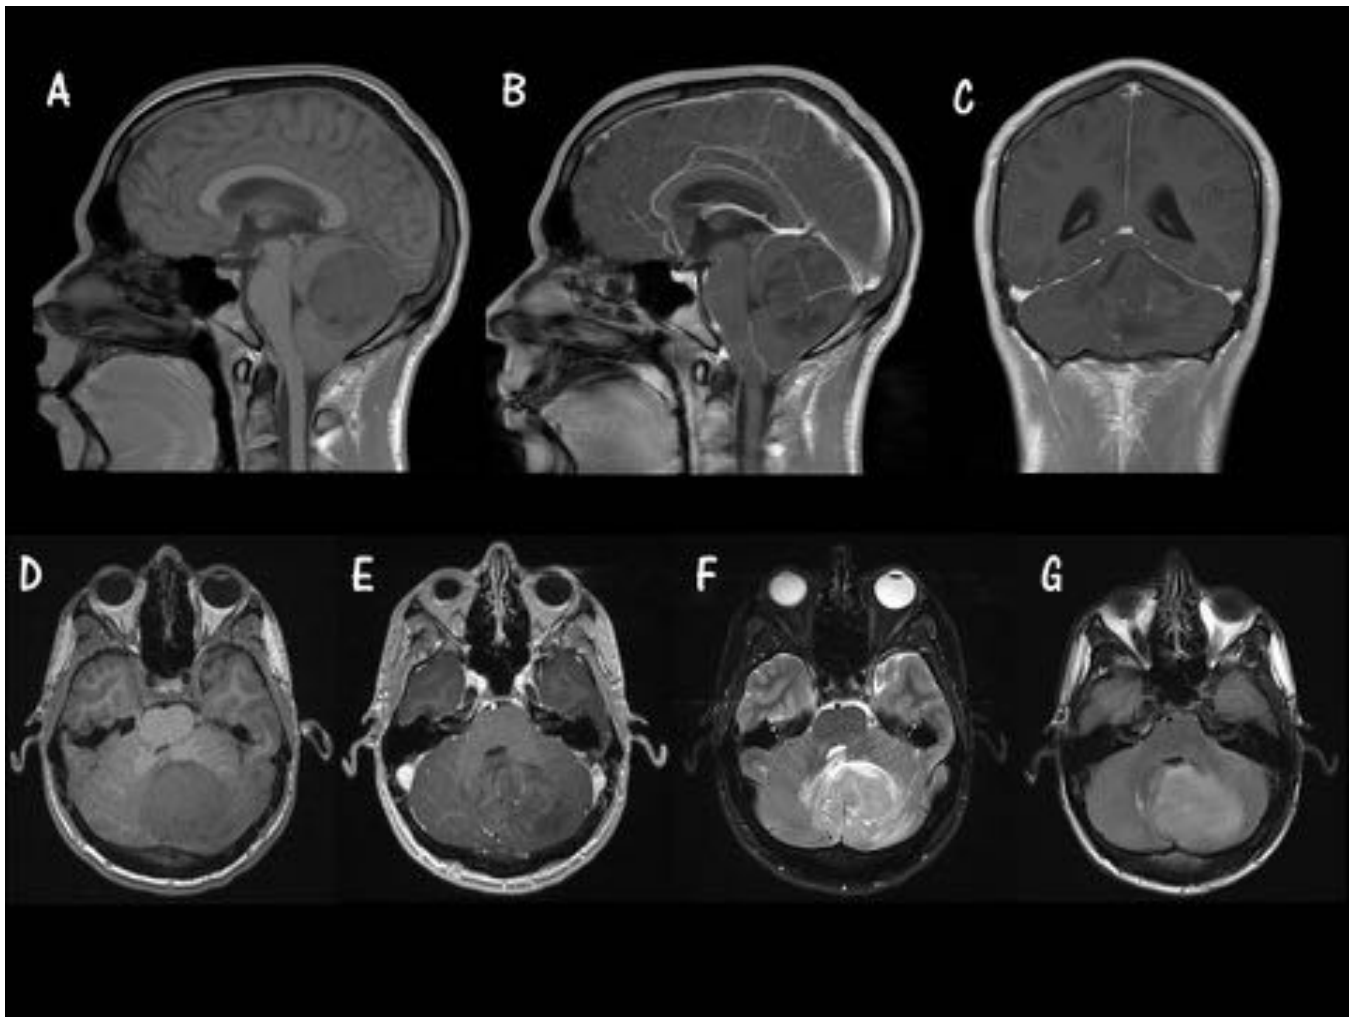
MB Subgrupo SHH. Caso 1. Parte A. A. Sagital T1 sin GD. B. Sagital T1 con GD. C. Coronal T1 con GD. D. Axial T1 sin GD. E. Axial T1 con GD. F. T2 FS. G. FLAIR Masa en fosa posterior, localizada en hemisferio cerebeloso izquierdo, que presenta escaso realce tras la administración de CIV; hallazgos compatibles con MB subgrupo SHH.
